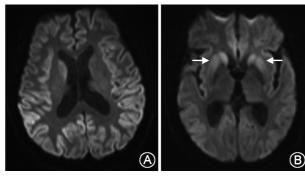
克-雅病患者典型影像学改变。A:双侧额、颞、顶、枕叶皮质及右侧尾状核头弥散加权成像(DWI)高信号;B:双侧额、颞、枕叶及尾状核头和壳核 DWI 高信号(箭头)(首都医科大学宣武医院提供)
